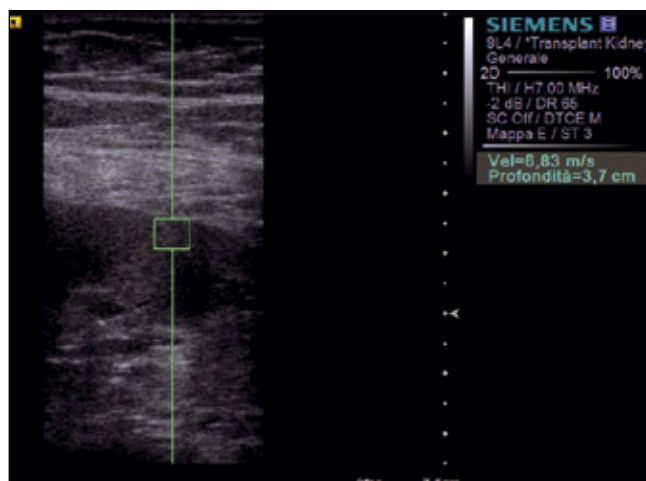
Valutazione elastosonografica quantitativa per lo studio del rene. Tecnica ARFI (Acoustic Radiation Force Impulse, ecografo S2000, Siemens, Erlanger, Germania). Viene applicato un impulso ad alta potenza che produce la deformazione dei tessuti, rilevabile come dislocazione degli echi tissutali. La macchina è in grado di misurare la velocità con cui si deforma il tessuto, correlata all'elasticità. La velocità misurata in questo paziente, 6.83 m/s, espressione di parenchima ad alta stiffness (elevata fibrosi).
